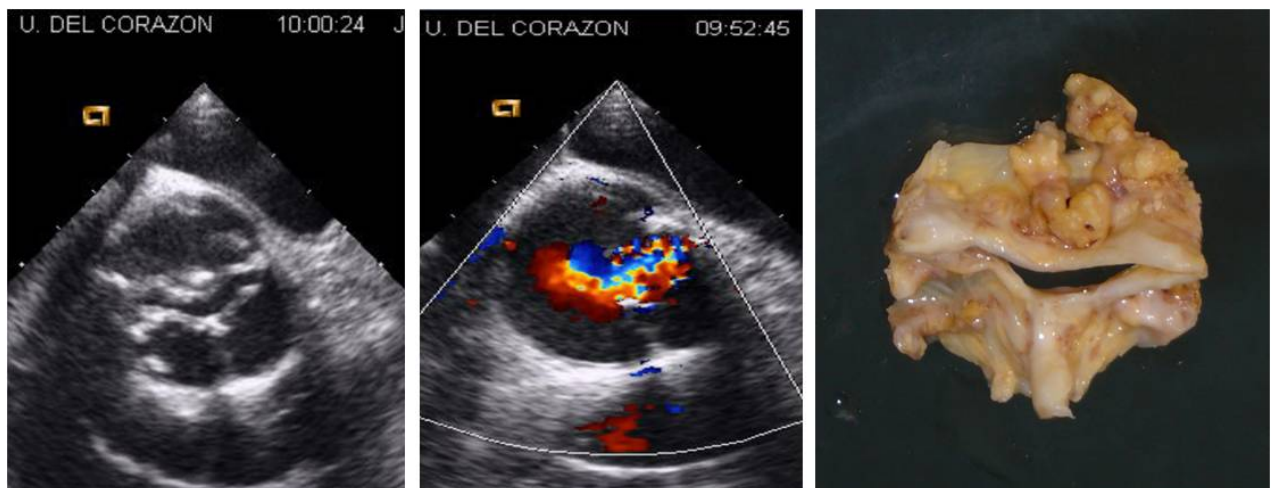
un caso de válvula aórtica bicúspide con estenosis severa. Imagen en eco bidimensional, a la izquierda, mostrando orificio en apertura en "boca de pez", el mismo orificio con imagen del flujo en Doppler color. A la derecha, imagen anatómica de la misma válvula una vez reseca.
